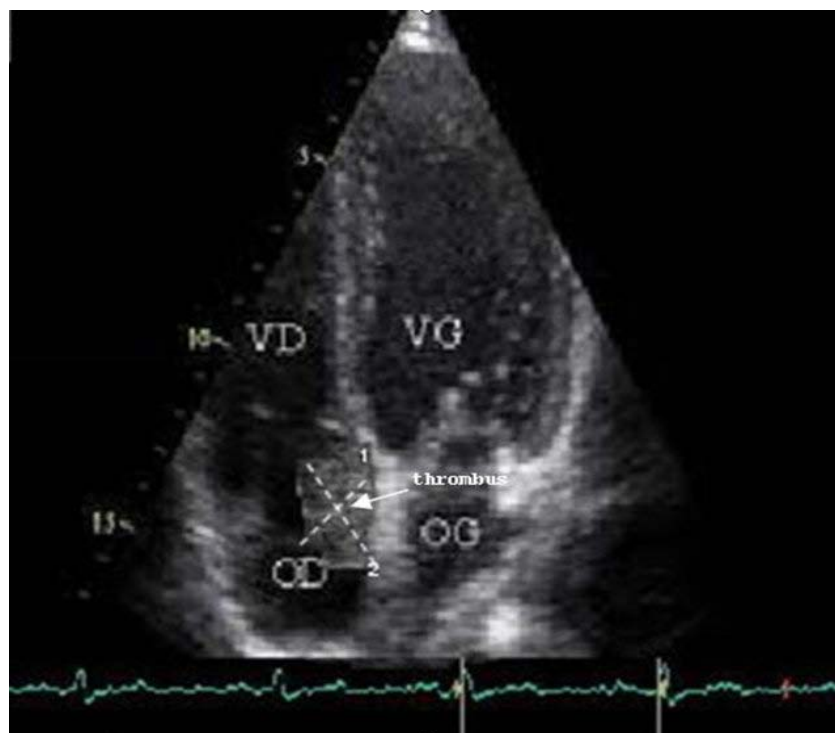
Thrombus intra-auriculaire droit (23 mm/18 mm). Transthoracic echocardiography (TTE): right intra-auricular thrombus (23 mm/18 mm).
